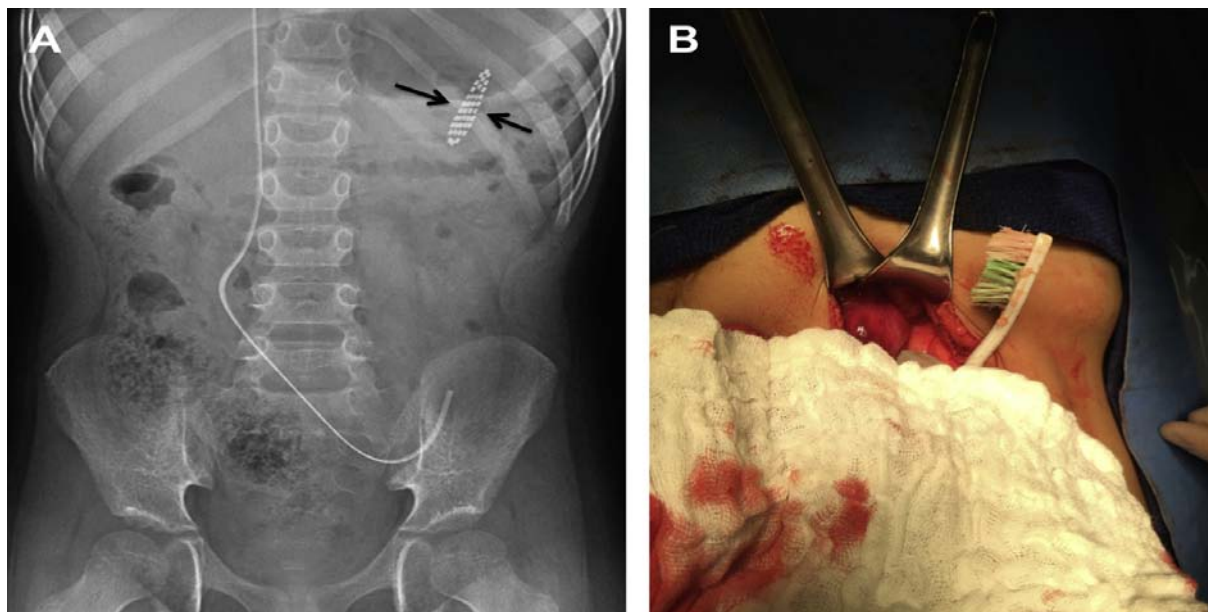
Corps étranger inhabituel chez un garçon de 8 ans souffrant d'un retard de développement et de douleurs abdominales. (A) La radiographie abdominale montre un groupe de points radio-opaques (flèches) dans le quadrant supérieur gauche correspondant aux poils d'une brosse à dents. (B) L'image per-opératoire révèle que la brosse à dents était libre dans la cavité péritonéale, ce qui soulève la possibilité d'une négligence [60].
